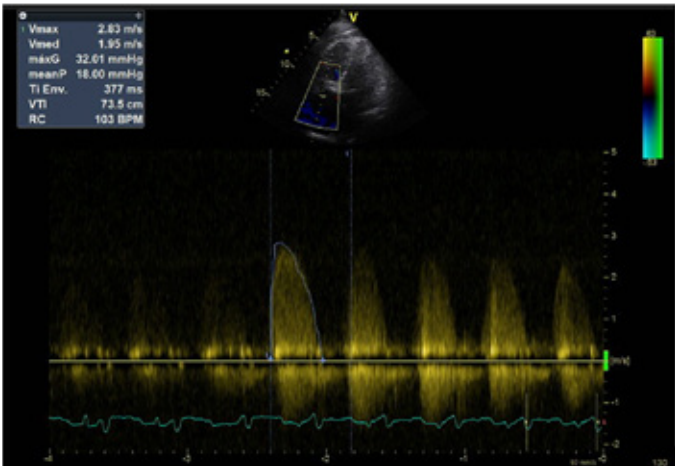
Doppler continuo transtricuspídeo de paciente con prótesis valvular donde se evidencia velocidad pico, Gradiente medio y VTI elevados que sugieren la presencia concomitante de insuficiencia tricuspídea.
